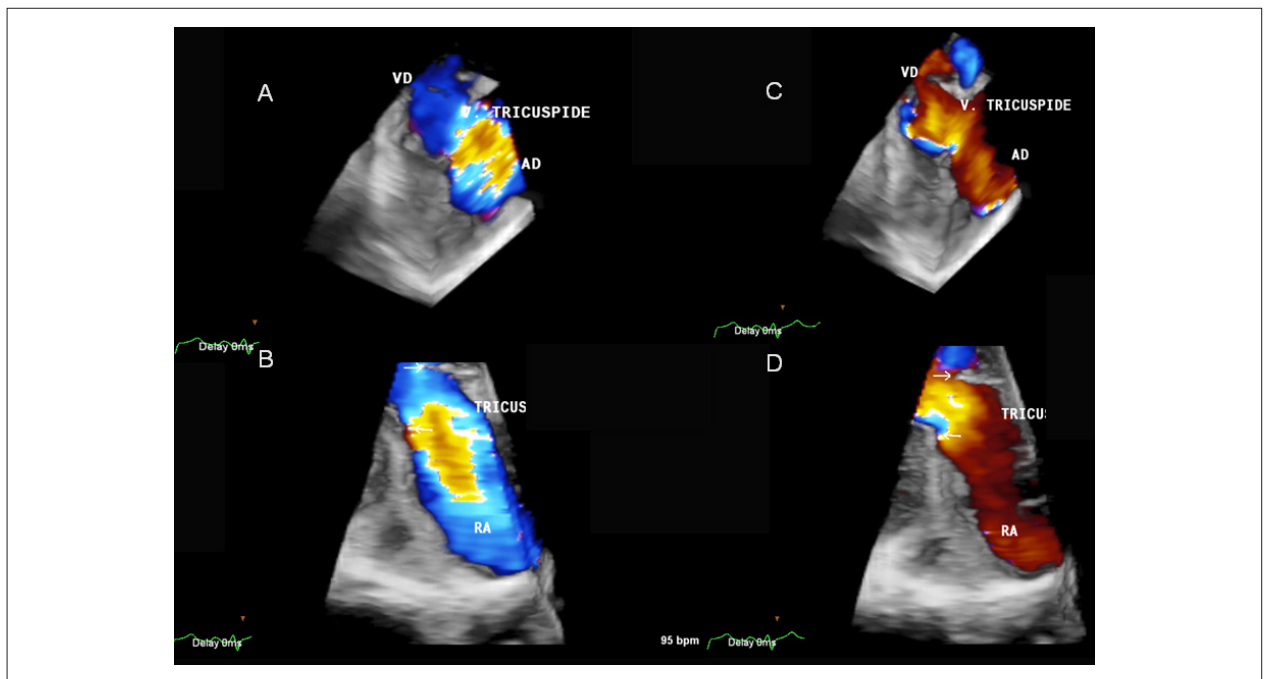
Ecocardiograma transtorácico tridimensional en tiempo real con mapeo de flujo de la válvula tricúspide con Doppler color, demostrando valvas fijas (flechas) y flujo laminar tanto durante la sístole (A y B) como durante la diástole (C y D). Regurgitación tricúspide de grado severo sin componente estenótico.
